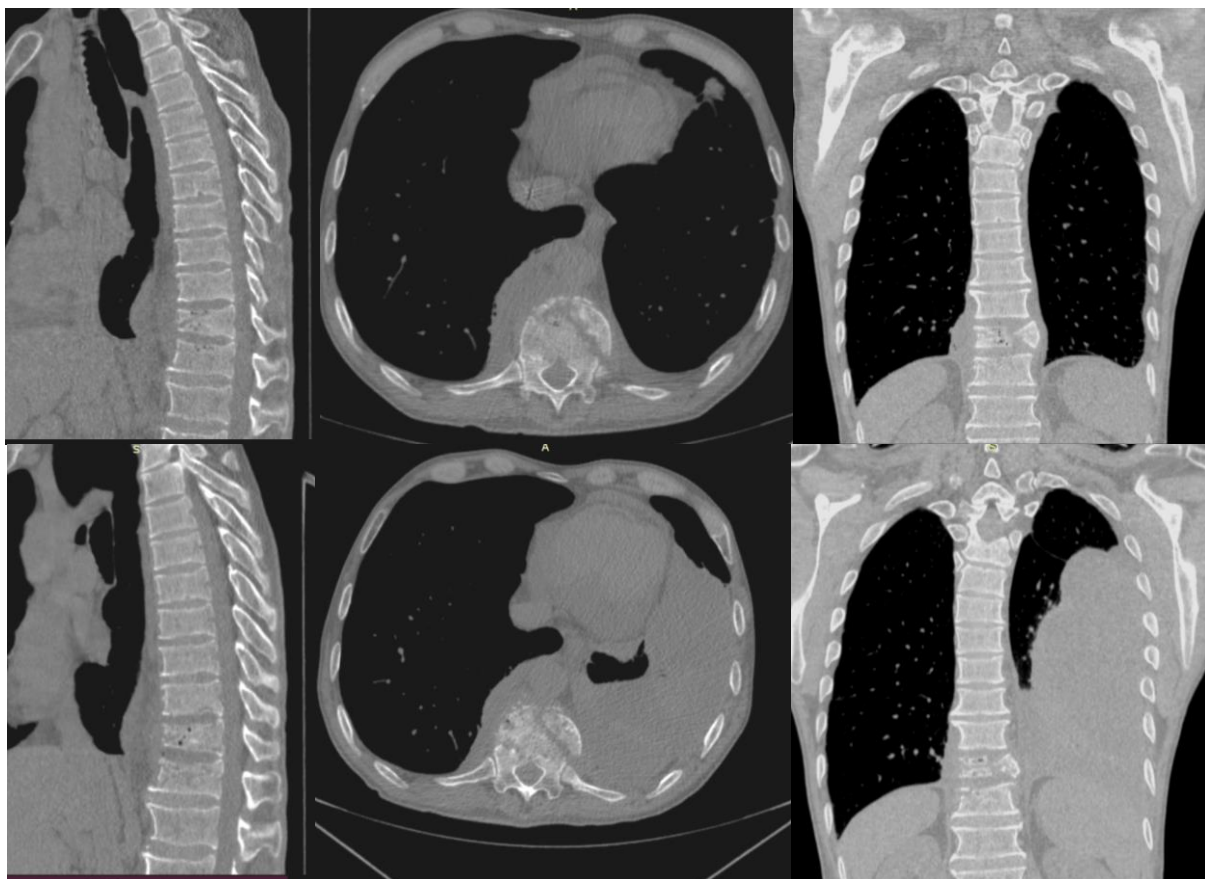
КТ посттравматического спондилодисцита Th₁₁₋₁₂ позвонков и эмпиема плевры слева
